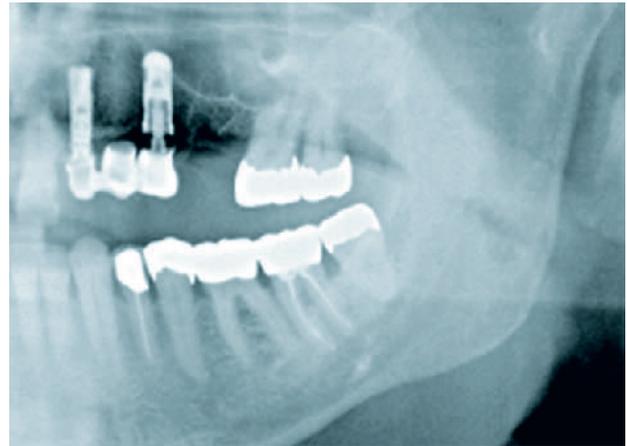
Röntgenaufnahme nach Implantation 22 und Entfernung 26.
